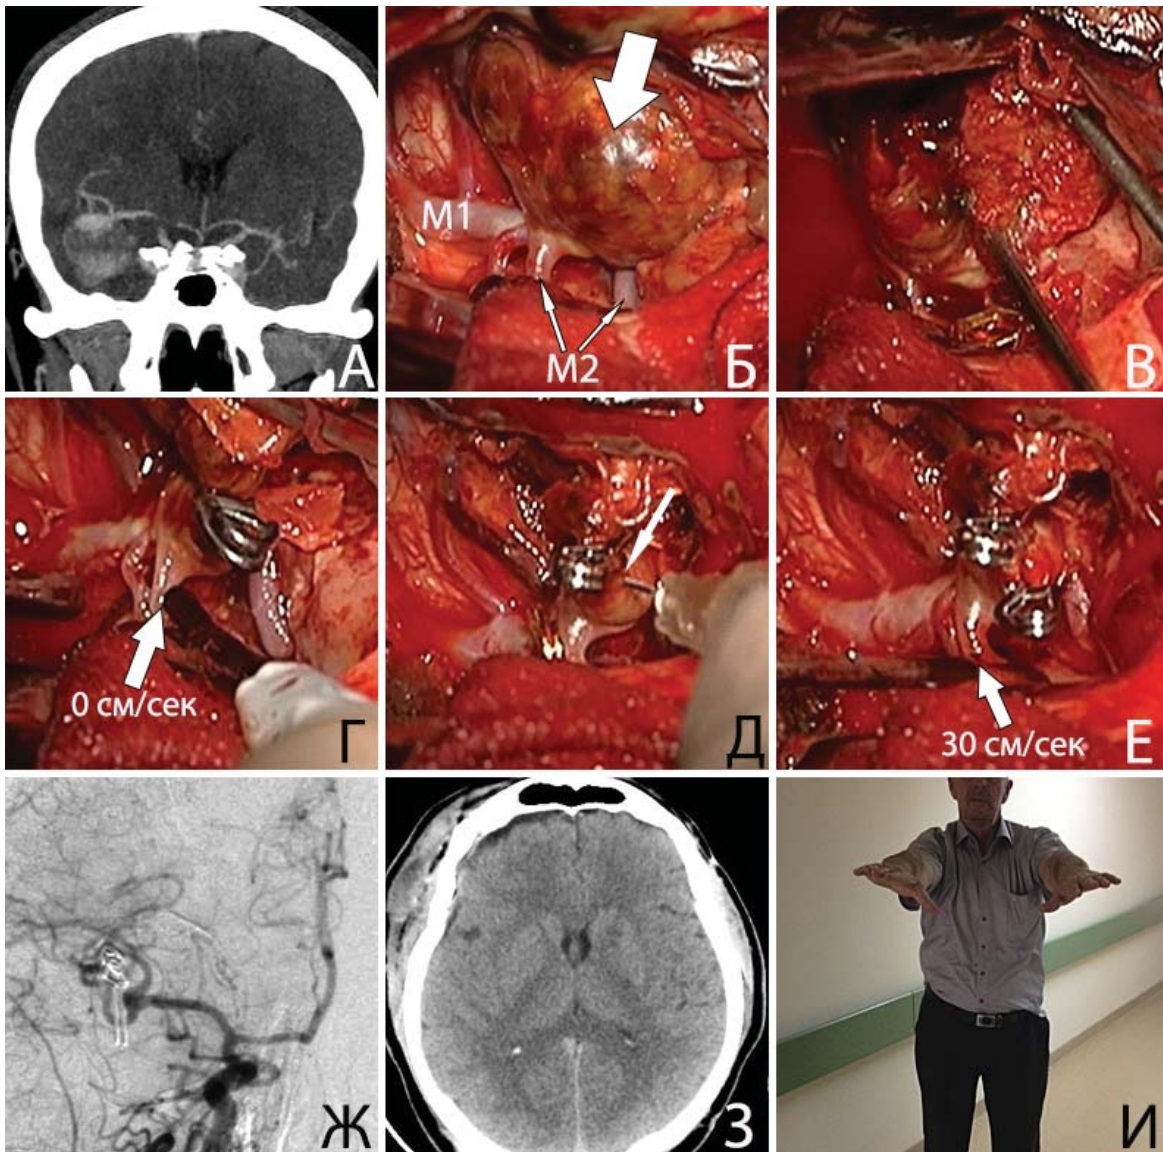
Пункционное введение mr-proUK в тромбированный M2-сегмент правой СМА у пациента И., 62 лет. А. КТА до операции: видна ЧТА бифуркации правой СМА; Б. интраоперационное фото: вид аневризмы (стрелкой указан тромбированный купол аневризмы); В. тромбэктомия; Г. клипирование шейки. По данным контактной УЗДГ (указана стрелкой) отмечено отсутствие кровотока в M2-ветви СМА; Д. пункция в области кровоснабжаемой части шейки (указана стрелкой) и введение фибринолитика; Е. восстановление кровотока в M2-сегменте СМА по данным контактной УЗДГ (указана стрелкой); Ж. ЦАГ после операции: видно полное выключение аневризмы и контрастирование двух M2-ветвей; З. КТ после операции: отсутствие ишемических церебральных нарушений; И. вид пациента после операции
